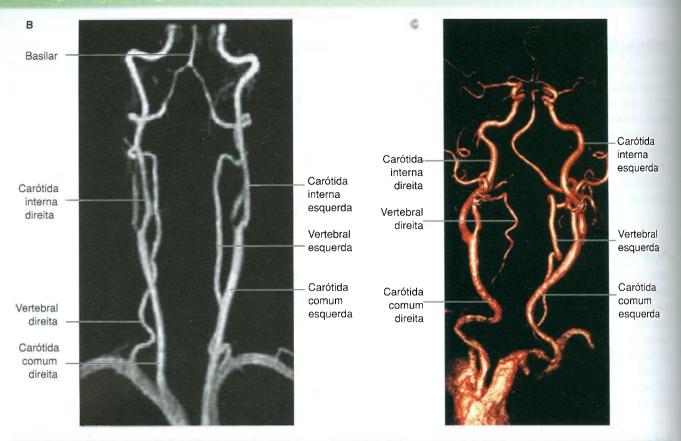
cont. Irrigação arterial do cérebro. B. Angiorressonância magnética mostrando as artérias carótidas e vertebrais normais. C. TC contrastada dos ramos carotídeos.
